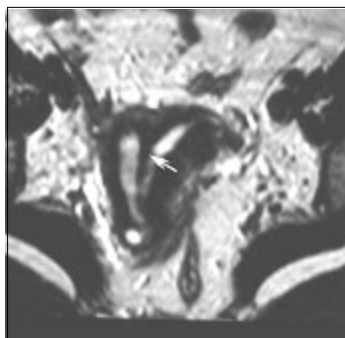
Útero septado numa mulher de 39 anos. RM- T2 coronal demonstra uma total divisão da cavidade endometrial por um septo com hiposinal (seta).
